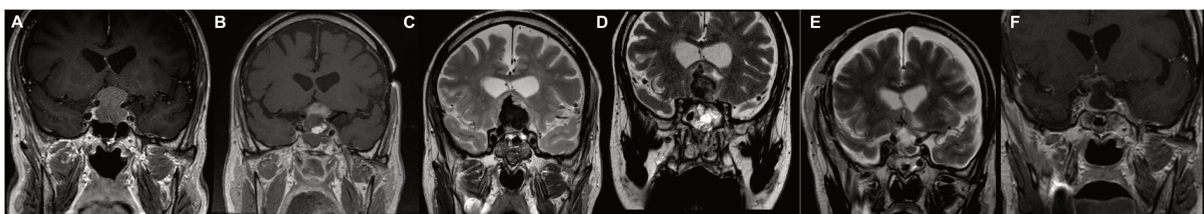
A : Imagerie pré opératoire, B : IRM per opératoire C : Hématome à J1 post op, D : IRM J2 post opératoire, persistance de l'hématome, E et F : J6 post opératoire
